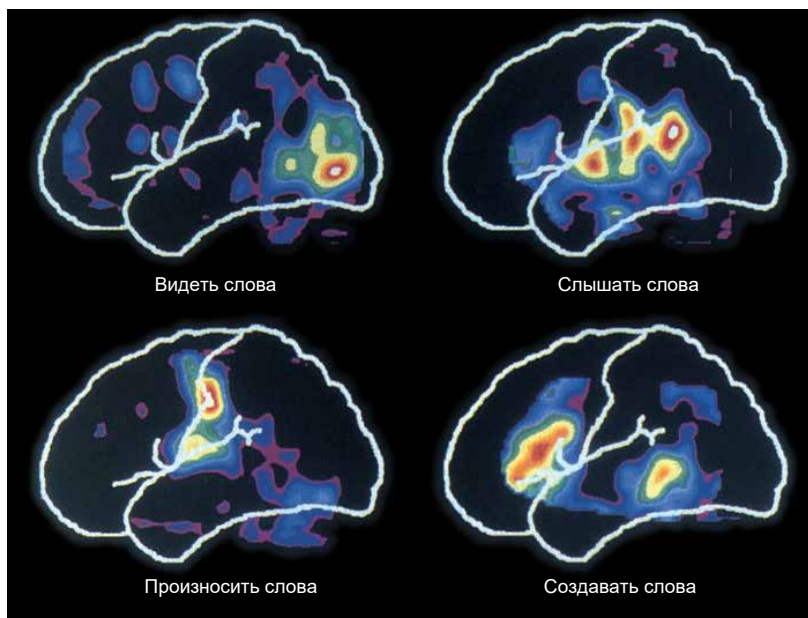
ПЭТ-изображения ощущений и речи. Относительные уровни мозгового кровотока закодированы цветом. Красный цвет указывает на самые высокие уровни, а постепенно понижающие уровни активности соответственно обозначены оранжевым, желтым, зеленым и синим. (Источник: [Posner and Raichle, 1994, p. 115])
